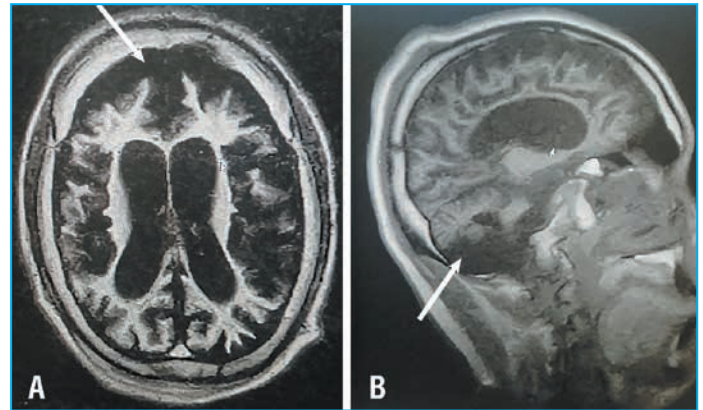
Пациент Г., 15 лет, НЦЛ 6-го типа. Данные МРТ головного мозга. Диффузные атрофические изменения (кортикальная атрофия, атрофия мозолистого тела и мозжечка). А — FLAIR-последовательность, фронтальный срез; В — T1 ВИ-последовательность, сагиттальный срез
